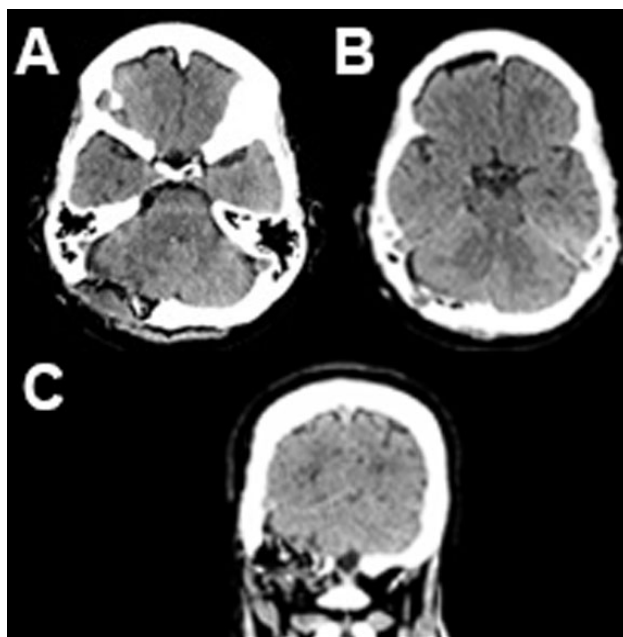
Tomografía cerebral simple postoperatoria. A y B) Corte axial que evidencia estigmas de craneotomía retrosigmoidea derecha. C) Corte coronal de lecho quirúrgico.
